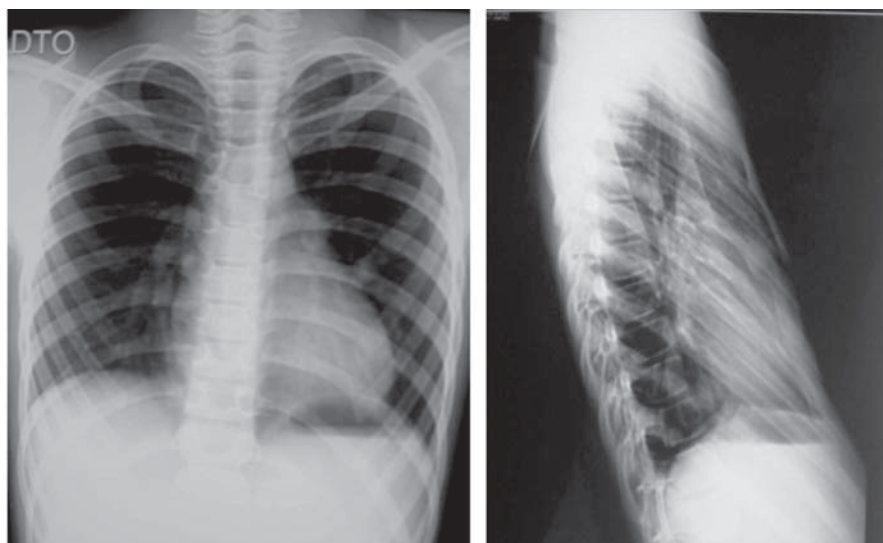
Radiografia de Tórax PA e de perfil, com *pectus excavatum* exuberante e marcada diminuição do diâmetro antero-posterior torácico.
